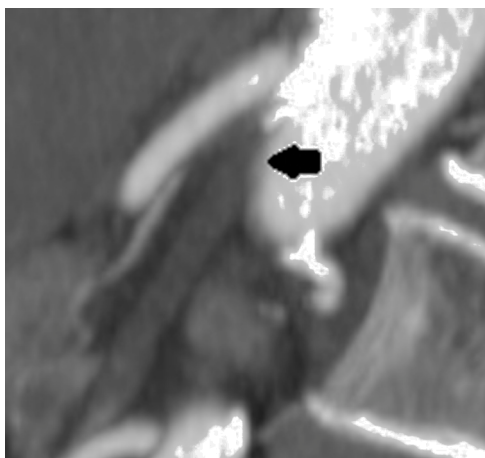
Angio-TC de controlo aos 3 meses.
